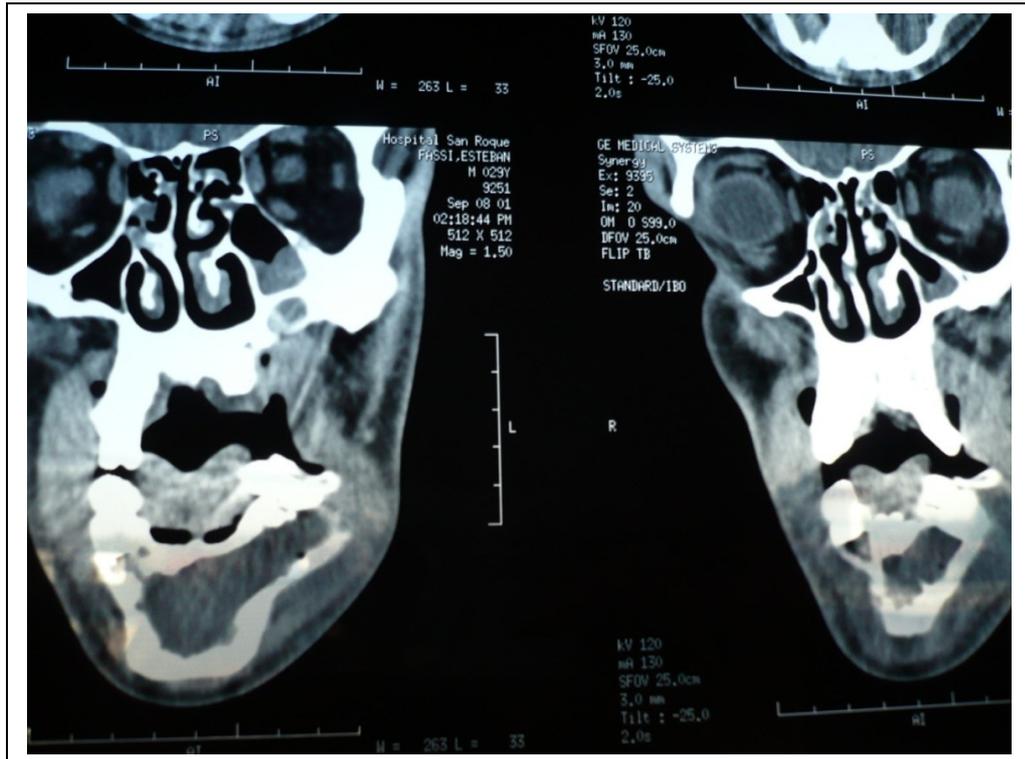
Actinomicosis de maxilar inferior con lesión endomedular en TAC.
